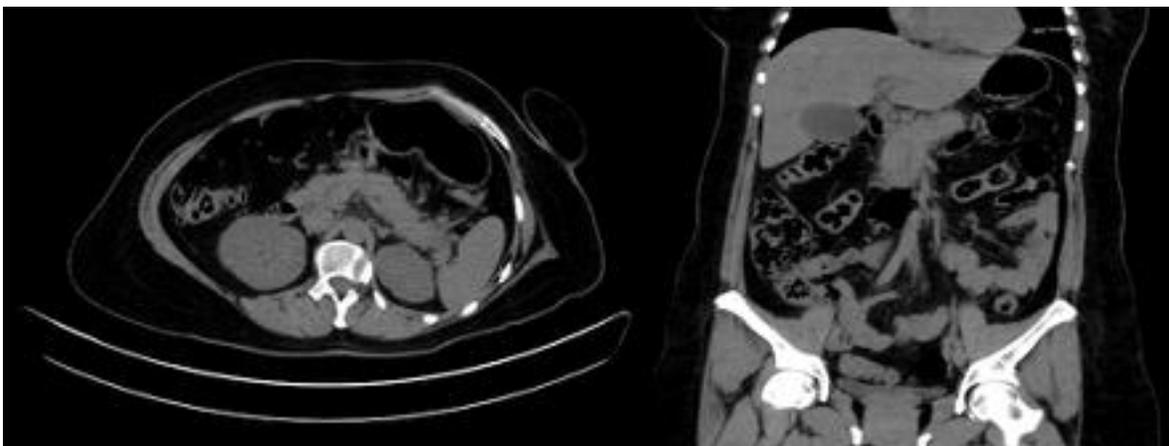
Tomografía de abdomen simple. Corte axial y coronal – tejidos blandos. Páncreas de morfología y situación normal, con aumento de sus dimensiones de forma difusa, densidad homogénea y estriación de la grasa peripancreática - Pancreatitis intersticial aguda edematosa.
